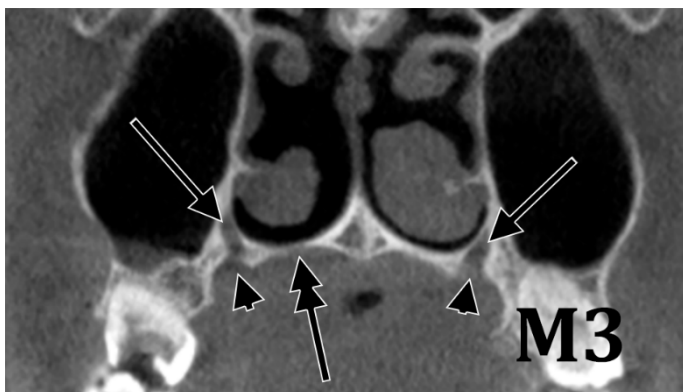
Secțiune CBCT coronală, prin molarii 3 (M3) maxilari. Gaura palatină mare (vârfuri de săgeți) este orificiul inferior al canalului palatin mare (săgeți) și se localizează la marginea laterală a lamei orizontale a osului palatin (săgeată cu vârf dublu).
